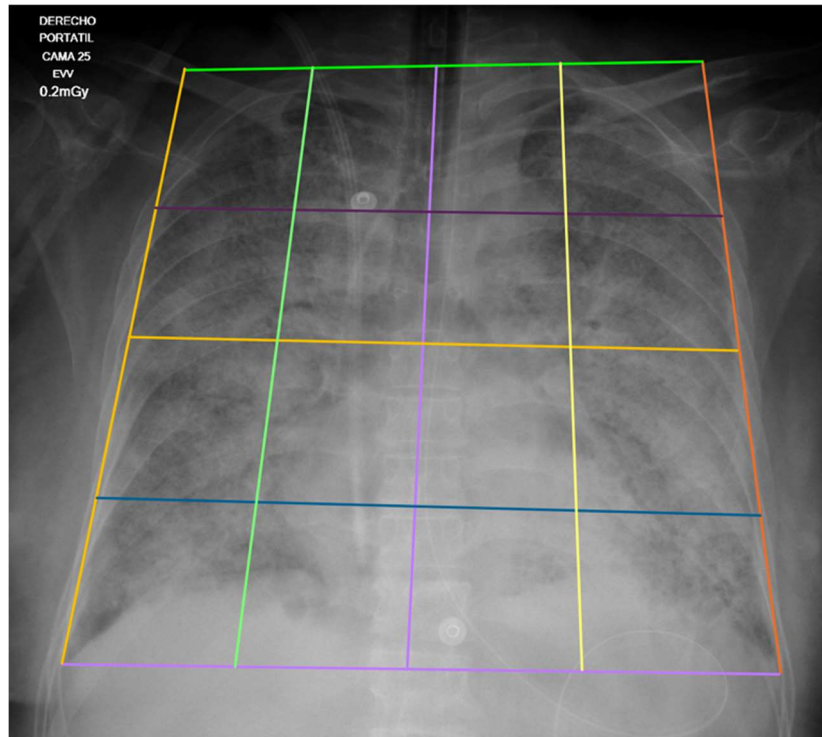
Radiografía de tórax. Consenso para el cálculo del puntaje RALE
